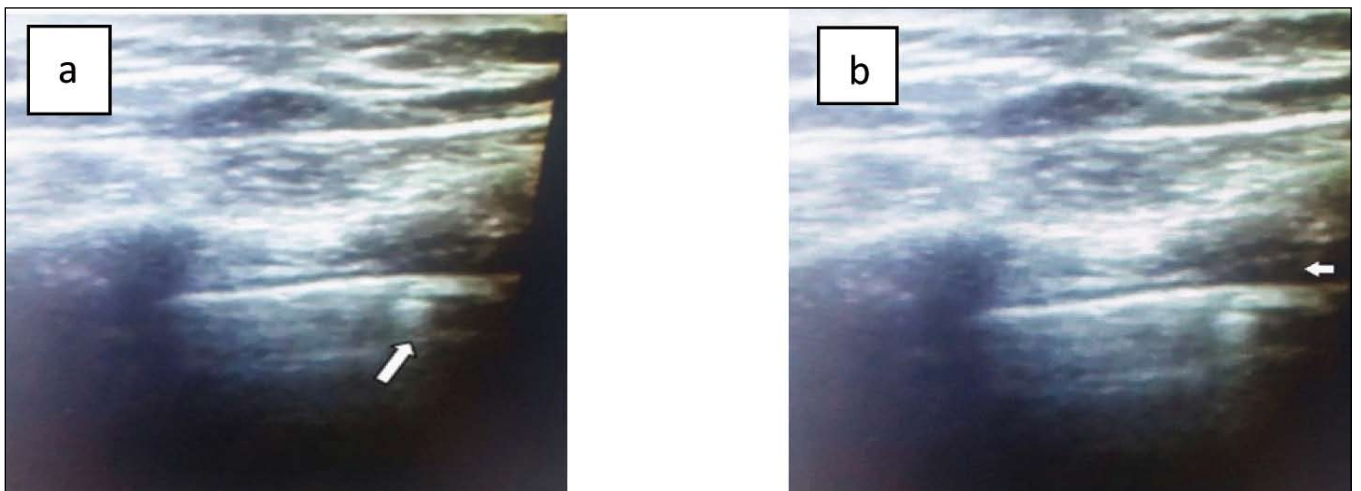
(A) Fluid bronchograms, which are frequently observed in post obstructive pneumonia, appear as non-echogenic tubular structures with hyperechoic walls but without color Doppler signals, (B) White arrow shows ultrasonographic visualization of pleural effusion between visceral and parietal pleura.
